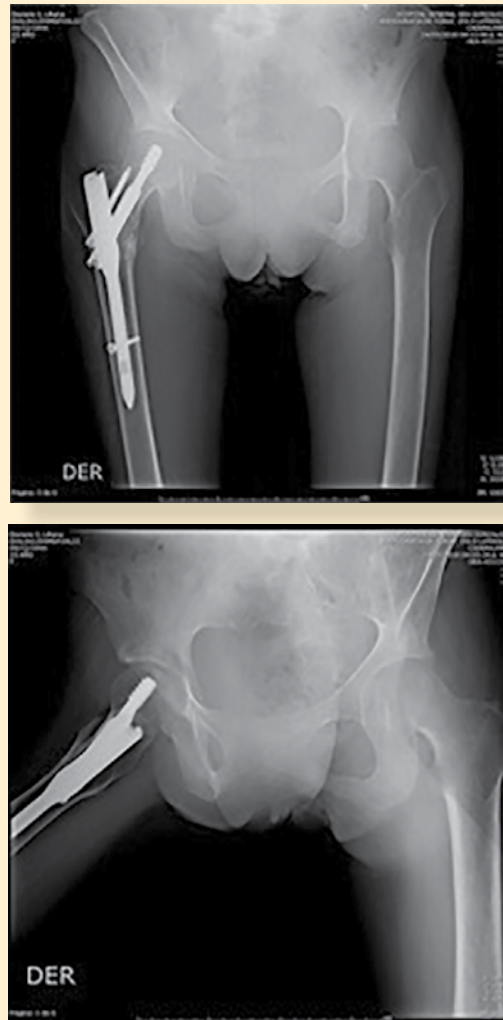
Radiografías de control 7 meses posteriores a la cirugía (24/05/18). Se observa una consolidación completa.
